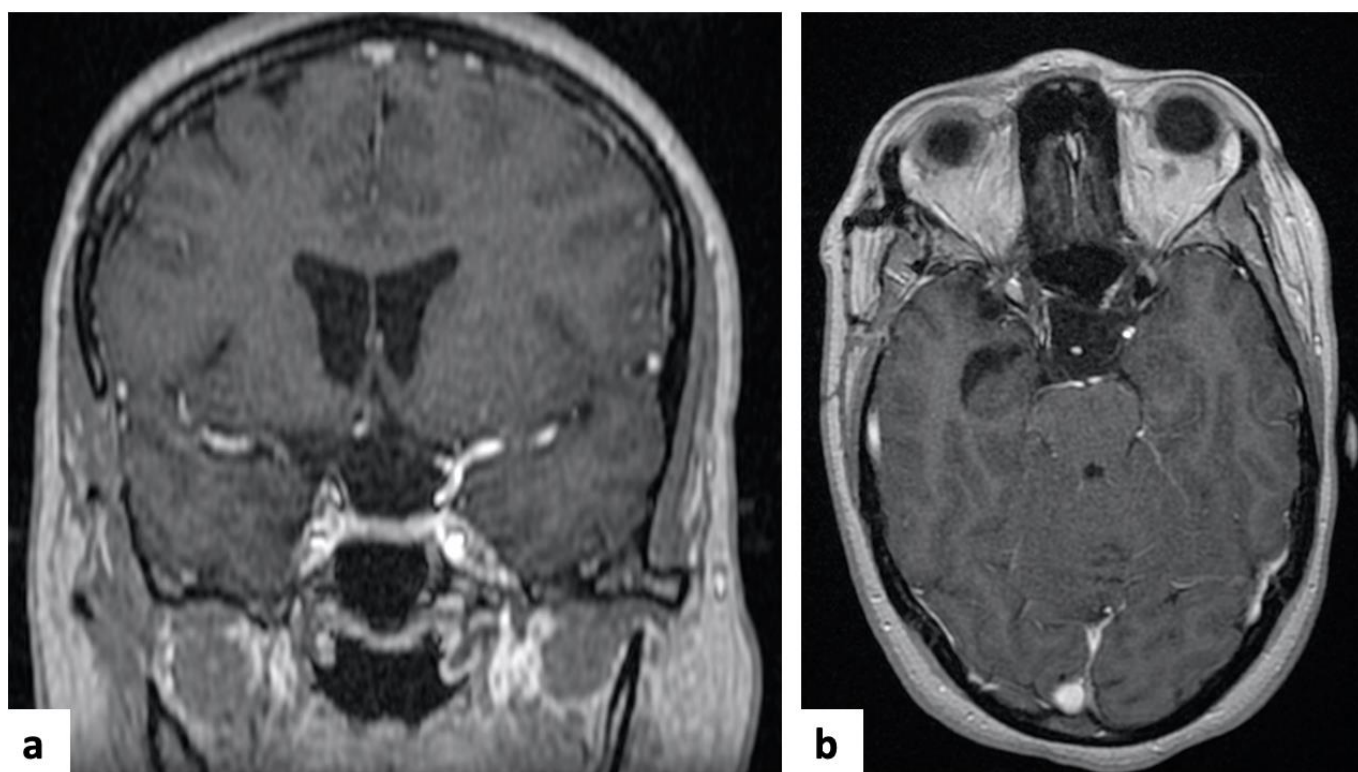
IRM cérébrale de contrôle 4 ans après la chirurgie de la patiente N°1. Coupes coronale (a) et axiale (b) en séquence T1 avec injection de gadolinium n'objectivant aucune récurrence.
